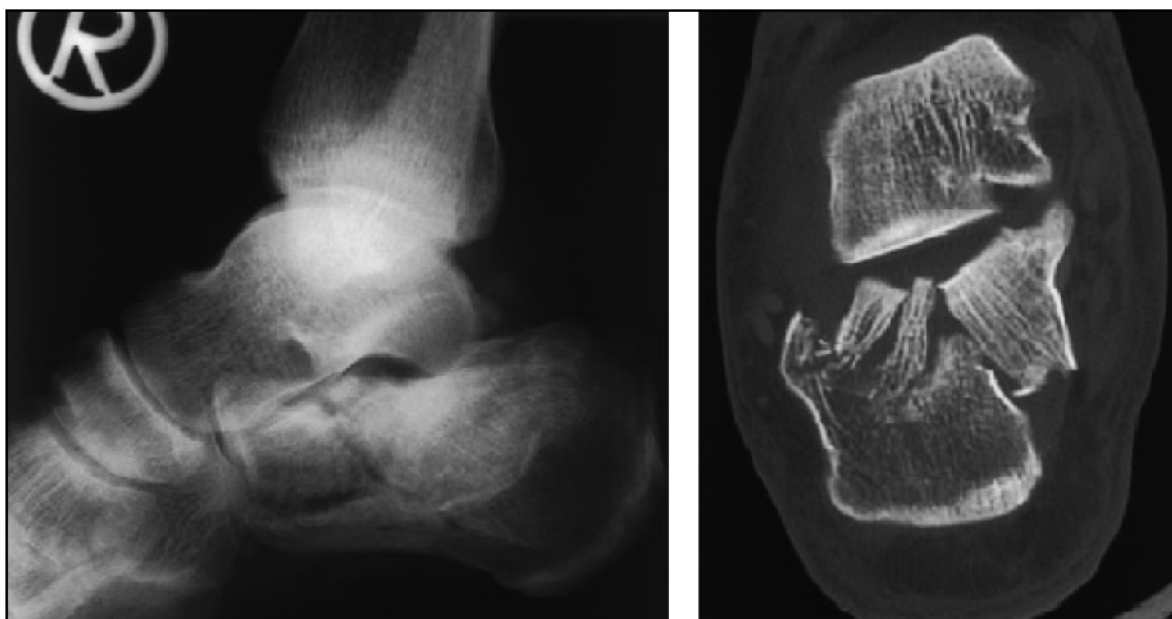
Fraktur des rechten Fersenbeins - (links) konventionelles Röntgenbild in seitlicher Projektion, (rechts) koronarer Schnitt der korrespondierenden CT - erst hier wird das komplette Ausmaß der Fraktur ersichtlich (modifiziert nach: Imhof et al. 2004. Fußchirurgie).
